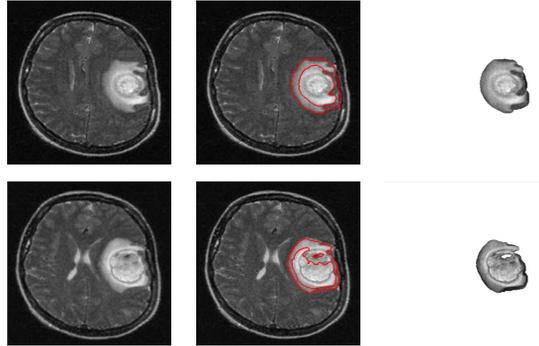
Segmentation et extraction des tumeurs de deux coupes différentes des images IRM pondérées en T1
